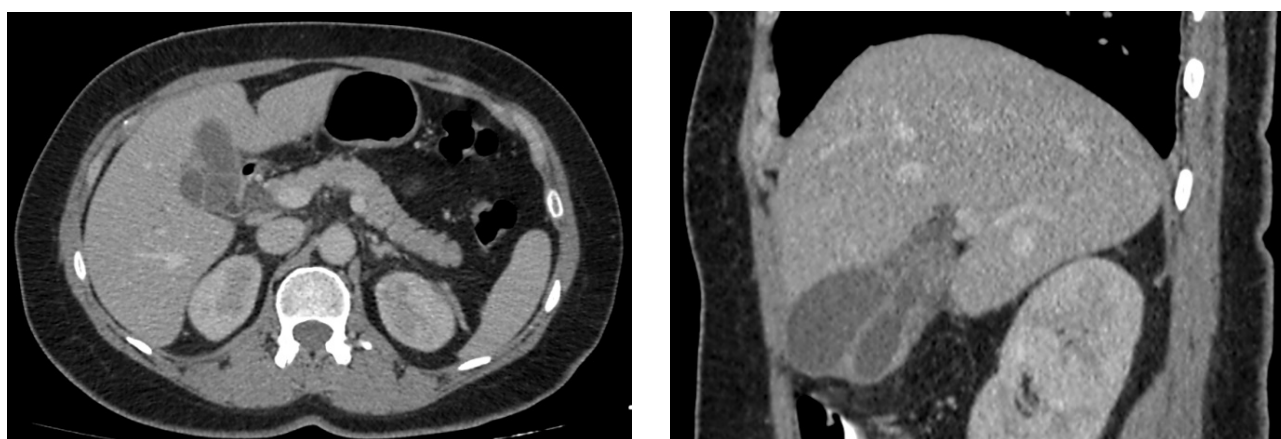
КТ органов брюшной полости. КТ-признаки аномалии (удвоения) желчного пузыря
